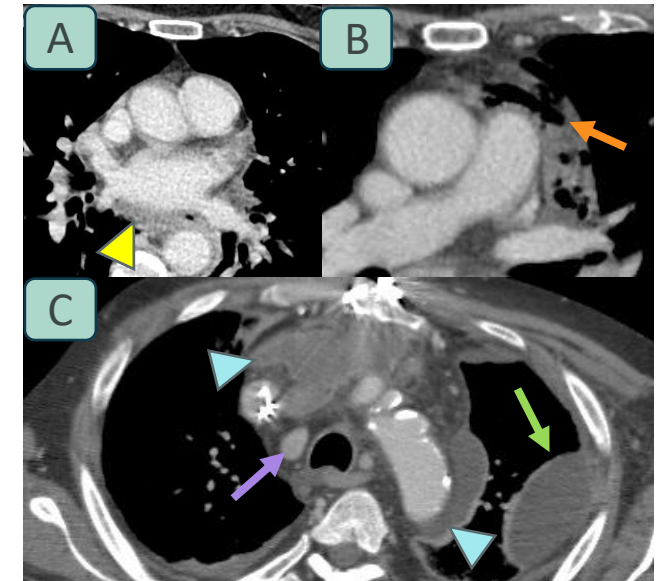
Hallazgos comunes de mediastinitis aguda en TC de tórax con contraste intravenoso. (A) Aumento de la atenuación de la grasa mediastínica (punta de flecha amarilla). (B) Burbujas de gas mediastínico (flecha naranja). (C) Colecciones líquidas mediastínicas con realce periférico (puntas de flecha azules), adenopatía reactiva paratraqueal alta (flecha morada) y derrame pleural loculado (flecha verde).
